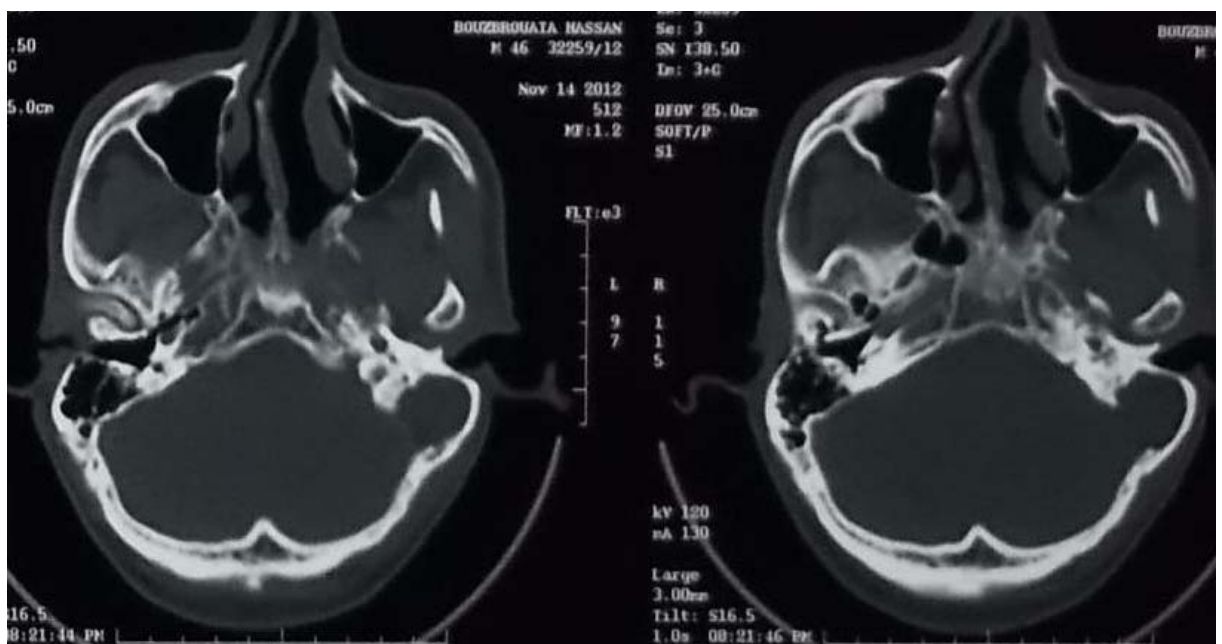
TDM cranio-faciale coupe axiale fenêtre osseuse montrant comblement de l'oreille moyenne avec lyse de paroi postérieure de la mastoïde avec communication avec FCP et le sinus latéral.
